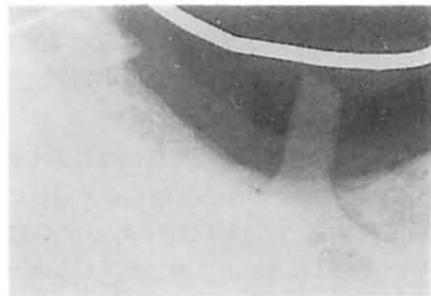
挺出開始時のX線写真。 $\overline{8}$ のう蝕は骨縁下に及んでいる。
